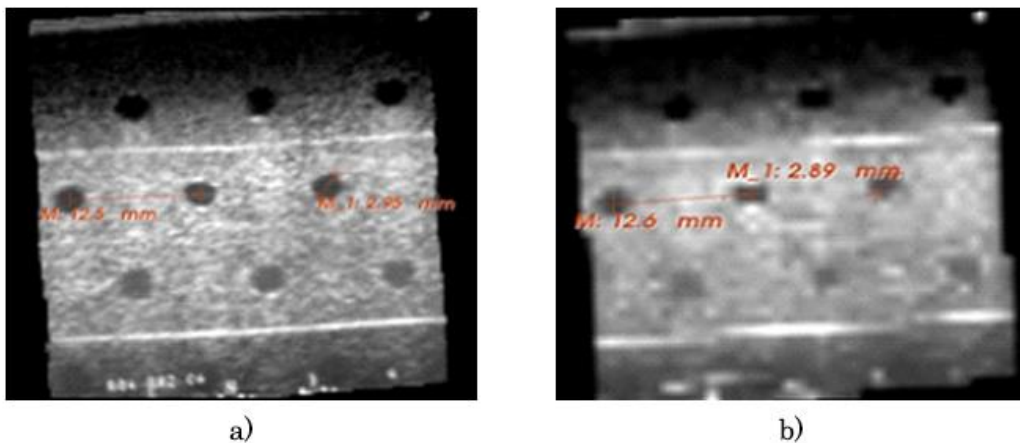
Validación de la reconstrucción de volúmenes con el método basado en voxels de ultrasonido mediante la medición de distancias y diámetros en un fantasma de ultrasonido; a) mayor resolución 1:1 y b) menor resolución 1:10.
